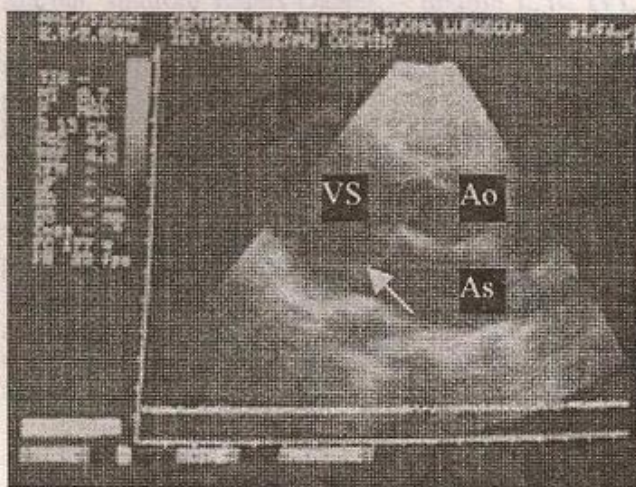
Prolaps valvular mitral, ecografie 2D axul lung parasternal stâng.
